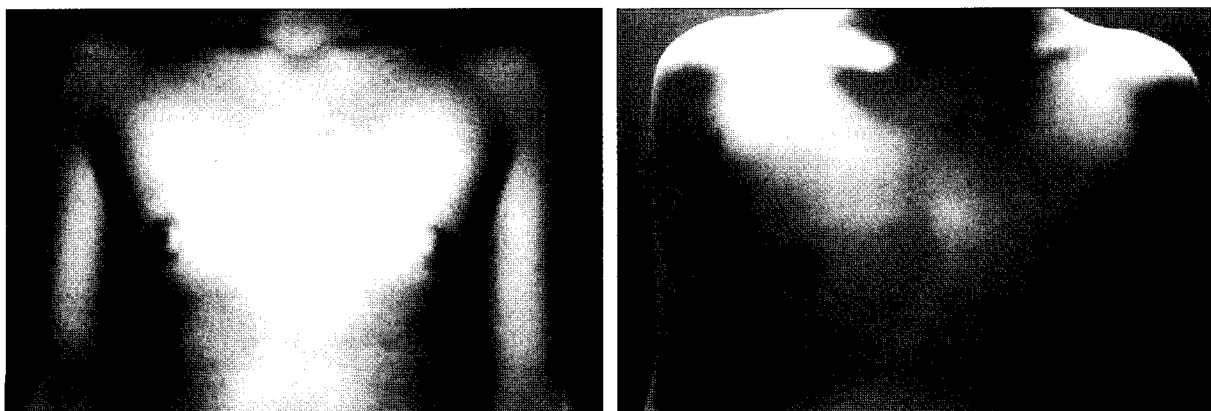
A 20-year-old patient treated with ultrasound-assisted liposuction and pull-out method. Inframammary crease approach. (Left) Preoperative views. (Right) Postoperative views after 1 year.
